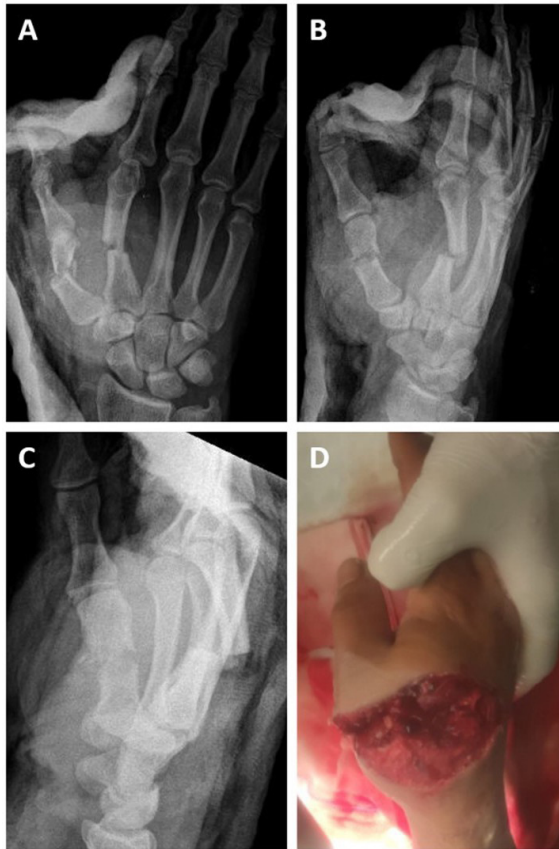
Radiografías de la mano derecha proyección anteroposterior (AP) (A), oblicua (B) y lateral (C) donde se observa fractura abierta transversa de primer y segundo metacarpianos con herida inciso-contusa en zonas extensoras TIV y VI (D)
